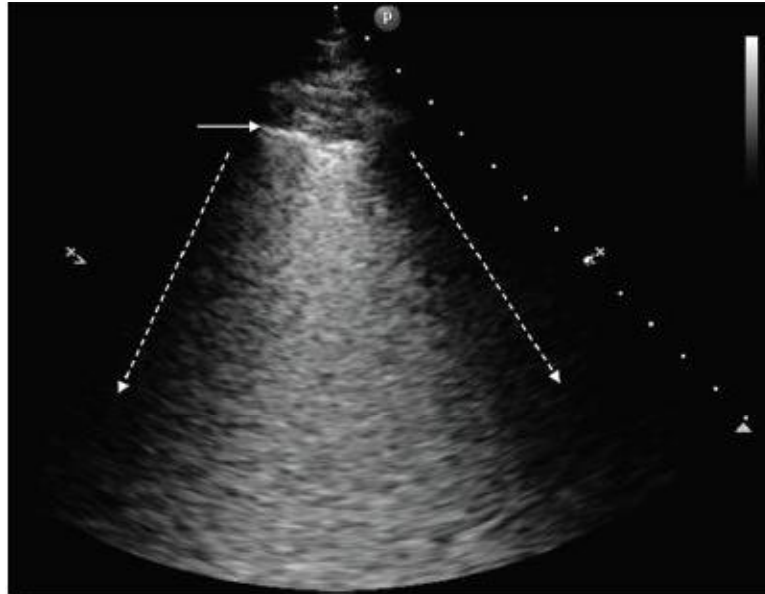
Image échographique du lobe supérieur droit dans un cas d'OPR d'après Wolf [47]. Les deux flèches en pointillées correspondent aux cônes d'ombre des deux côtes, entre lesquelles l'image des lignes B fusionnées issues de la ligne pleurale (→) qui correspond à l'image tomodynamométrique de verre dépoli.
